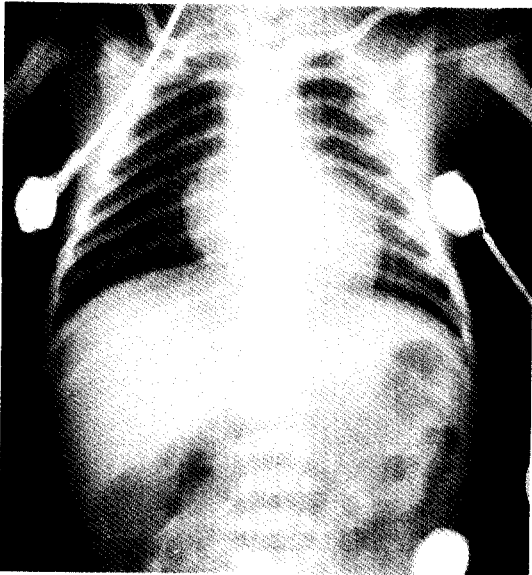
At 1st hospital day, chest X-ray showed that UAC tip was at the level of T₂ vertebra
